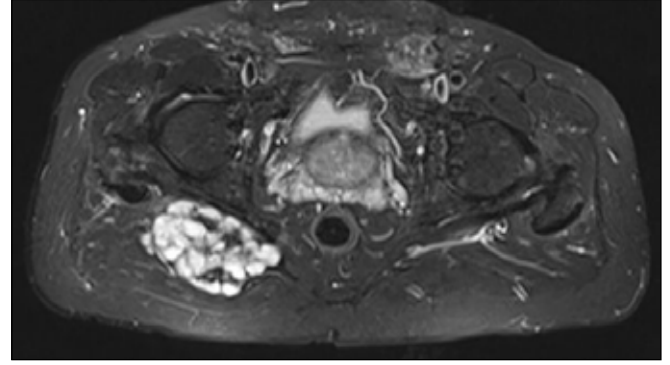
Hip MRI demonstrated right gluteal area, hyperintense lesion with hypointense foci in the central on STIR sequence MRI images
